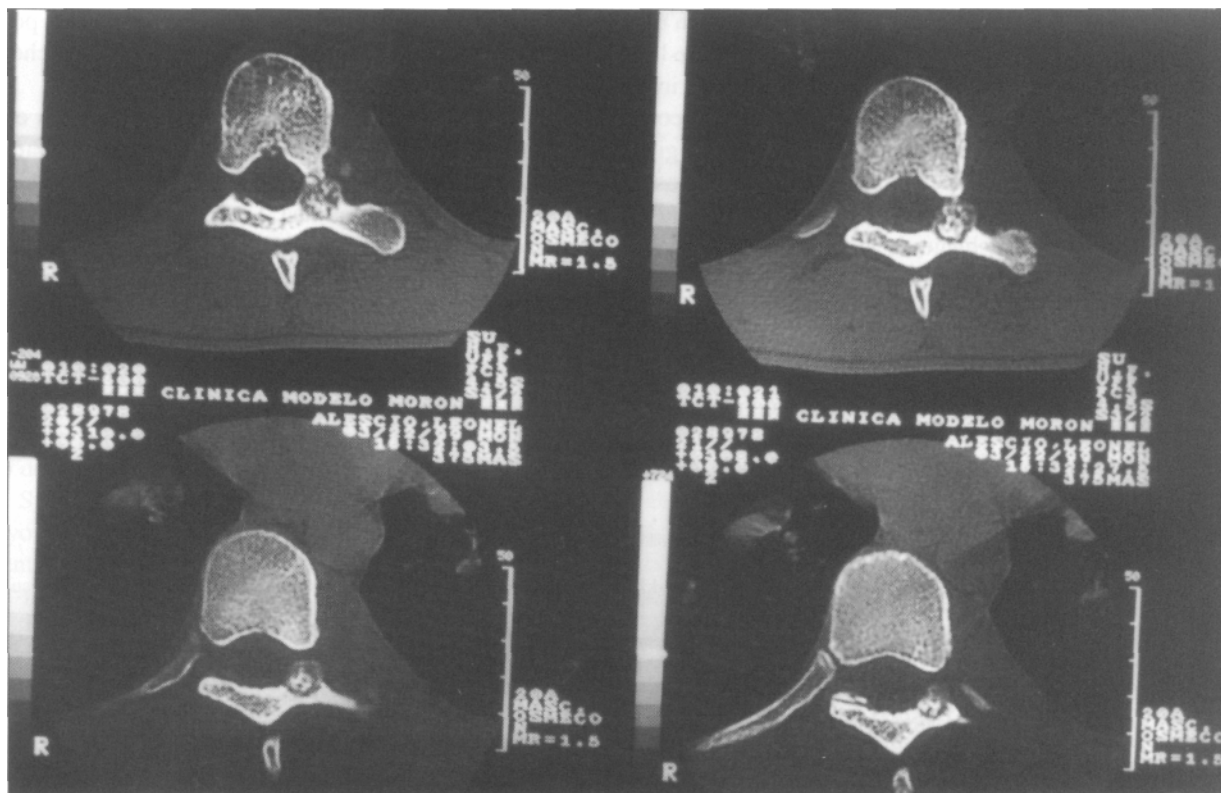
Tomografía computarizada del caso 2, en la que se observa la imagen típica del nido del osteoma osteoide.
